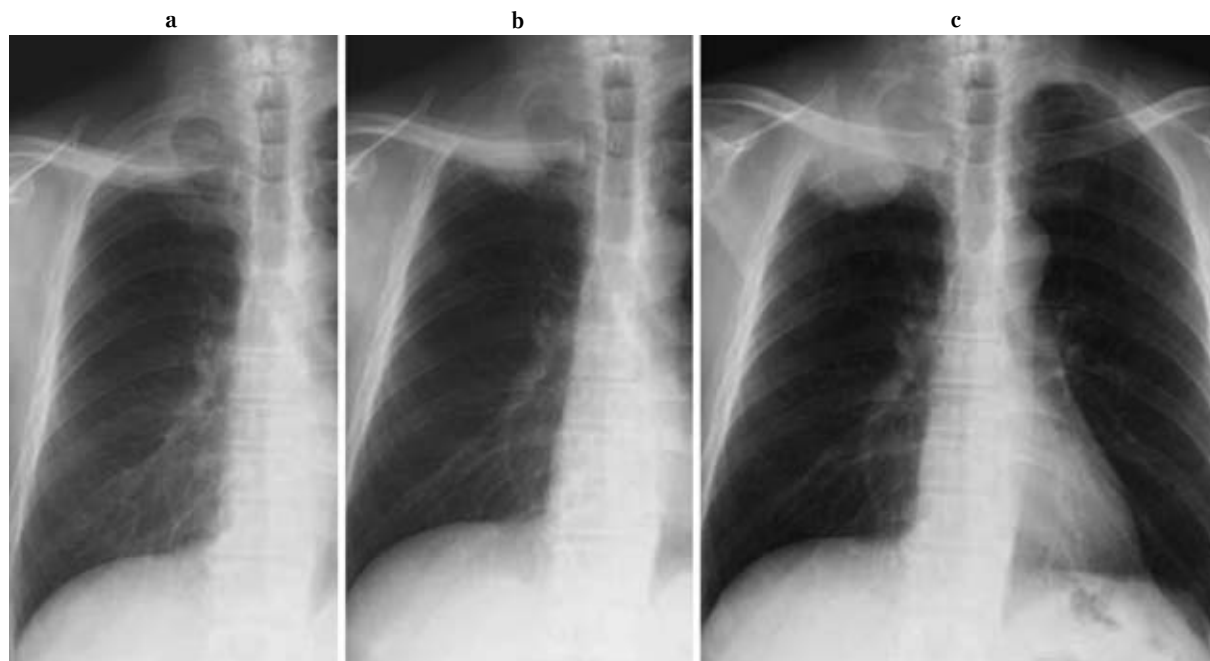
Pretreatment chest roentgenograms show rapid tumor growth and the osteolysis of the second and third ribs. a. Aug., 2004. b. Sep., 2004. c. Oct., 2004.
